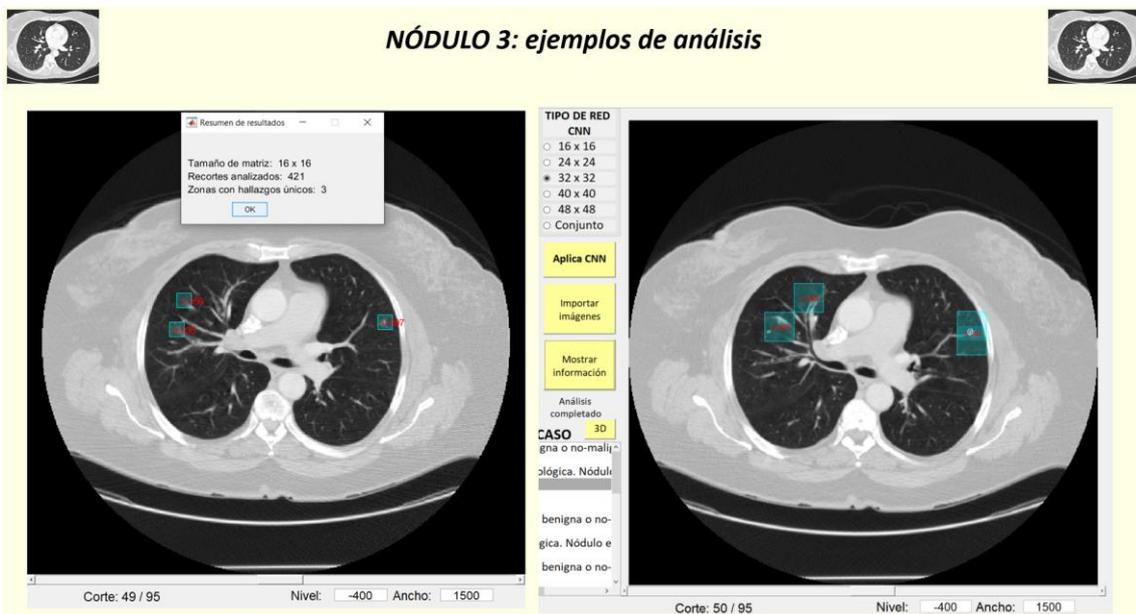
Casos TC de tórax. Caso 11: ejemplos de análisis del nódulo 3
